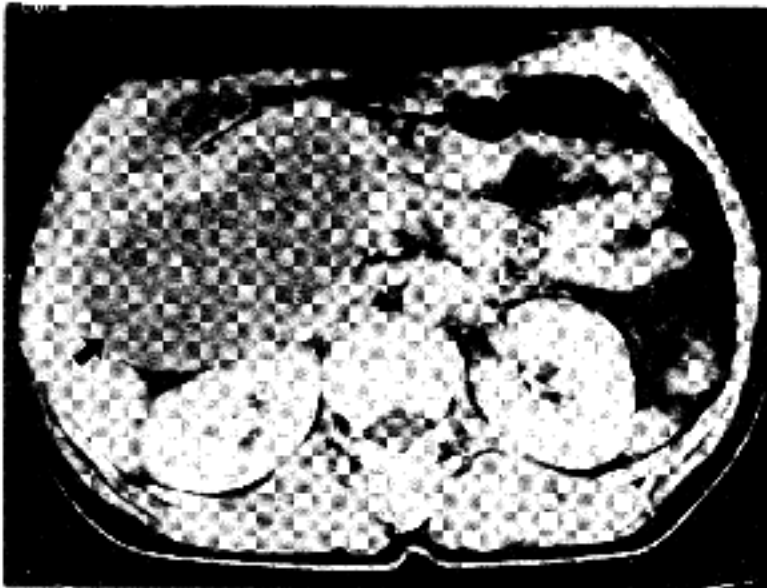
Enhanced CT scan shows a large well-margined low density mass lesion in the head portion of the pancreas. There is enhancing internal septal-like structures.
